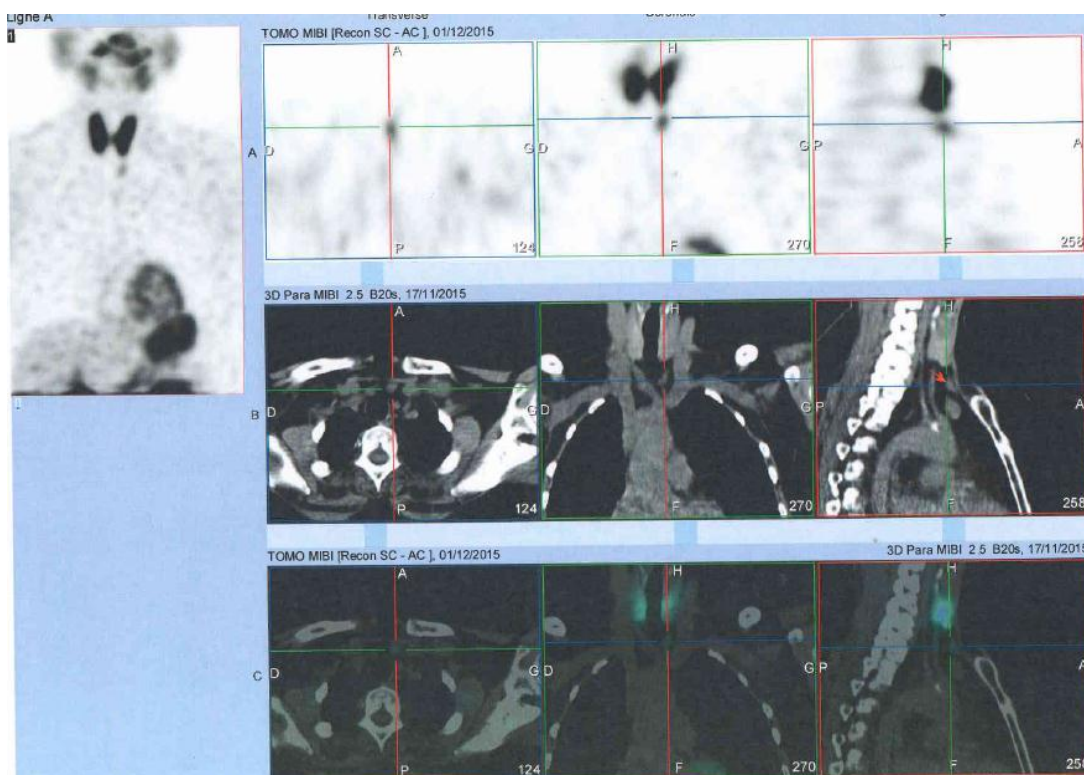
TEMP TDM : lésion oblongue sus sternale mesurant 21 × 23 mm.
